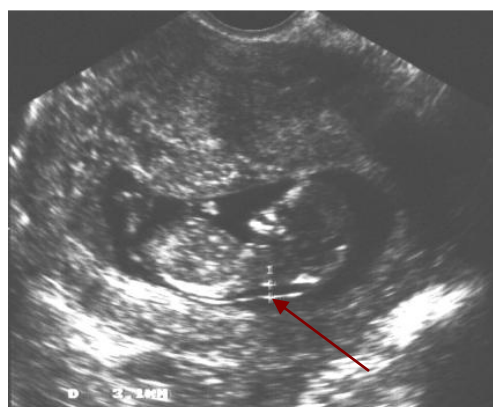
Ecografia d'un fetus en el que se li està mesurant la TN.
